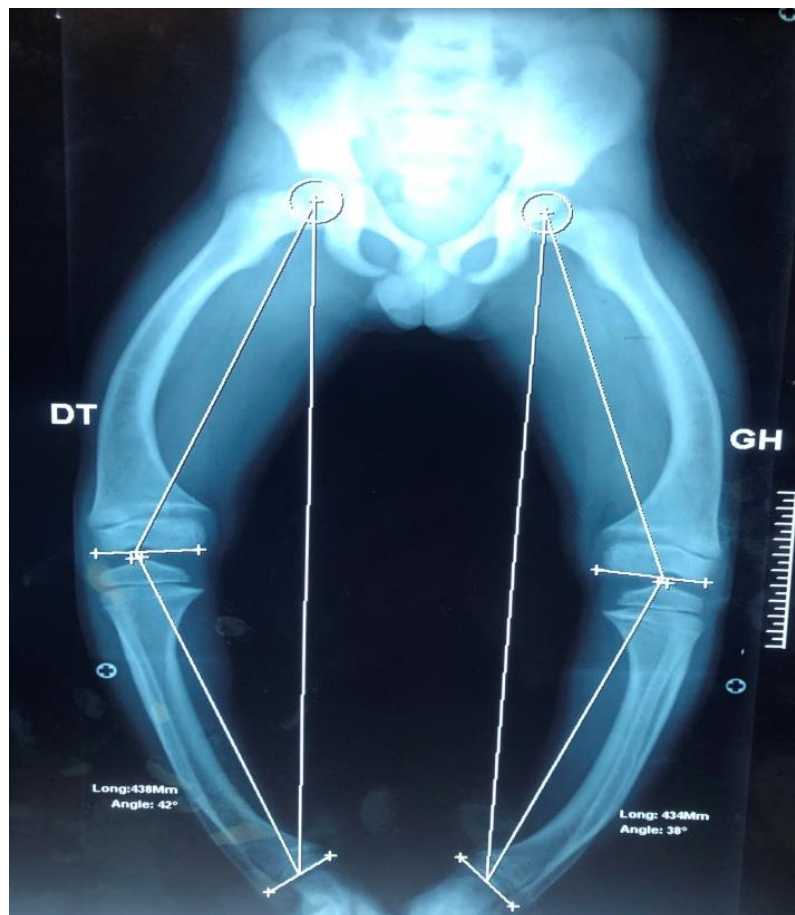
Téléradiographie d'un garçon de 8 ans objectivant un genu varum.
